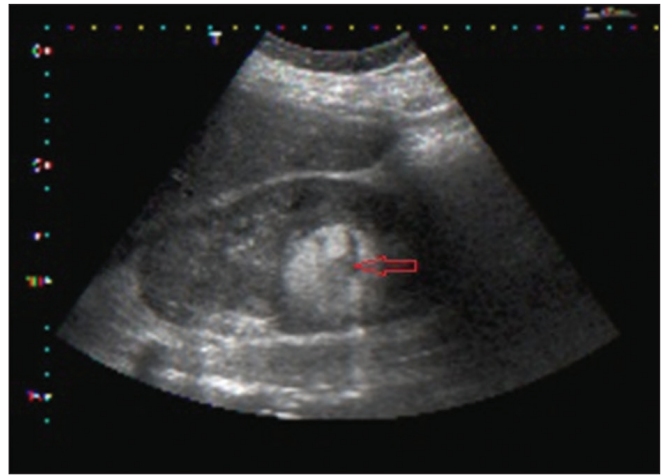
Renal ultrasound, nodular lesion with 5 cm suggestive of angiomyolipoma
